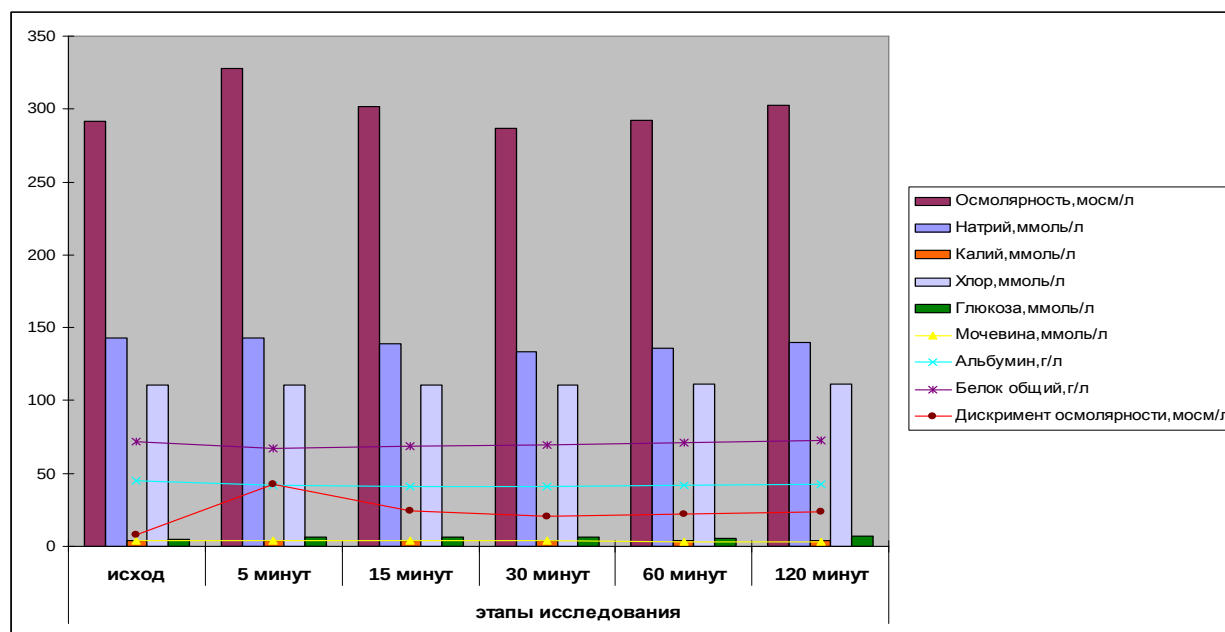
Динамика осmолярности плазмы и основных компонентов осmограммы у детей 1 группы (исходная гиперосmолярность) во время ангиографических исследований на фоне корригирующей инфузионной терапии, n=18
